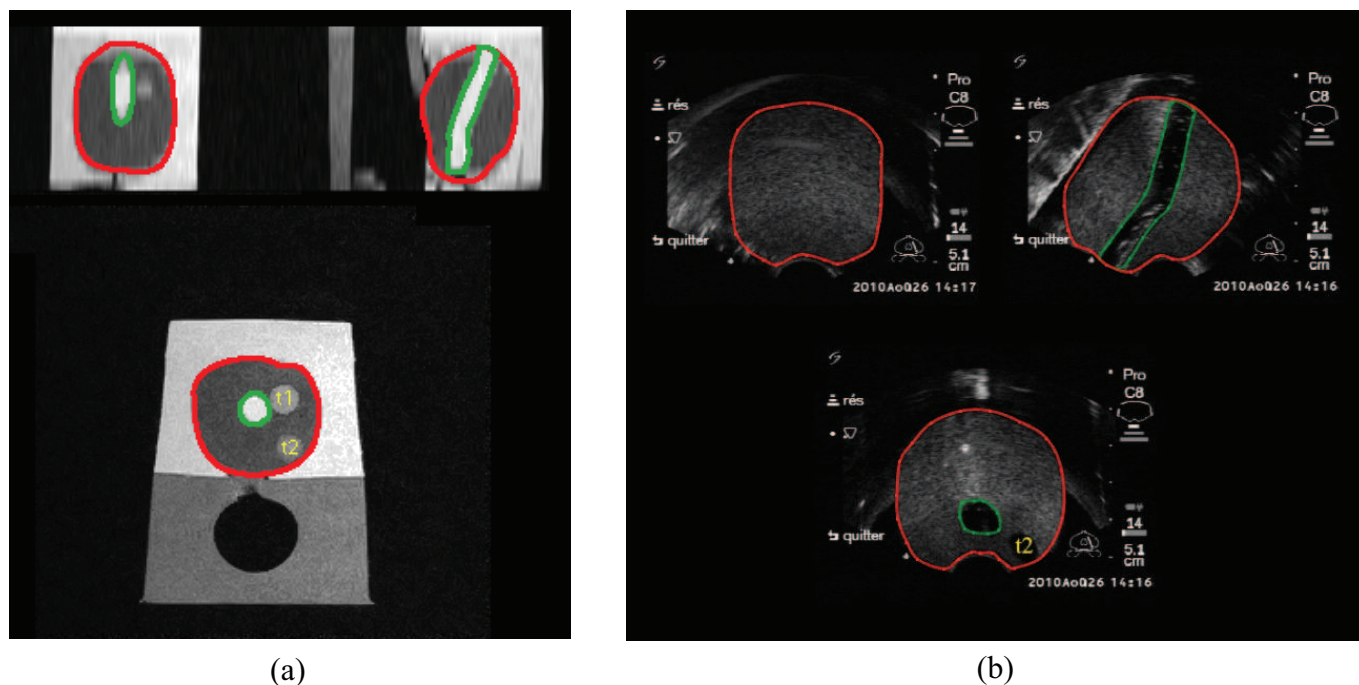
Fantôme multi-modalités de biopsie de la prostate. En (a) : IRM pondérée T2; (b) : échographie transrectale.
